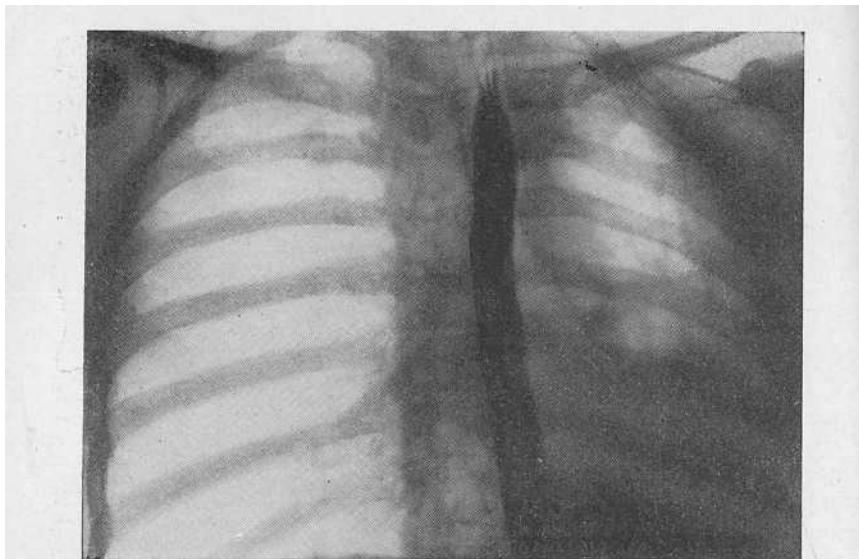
Рентгенограмма больного Ф. Межреберные промежутки левой половины грудной клетки сужены. На месте левого легкого отмечается неравномерное затемнение. Правое легкое частично проникает в левый гемиторакс, занимая область верхней доли. Пищевод, сердце, крупные сосуды и трахея перемещены влево.
